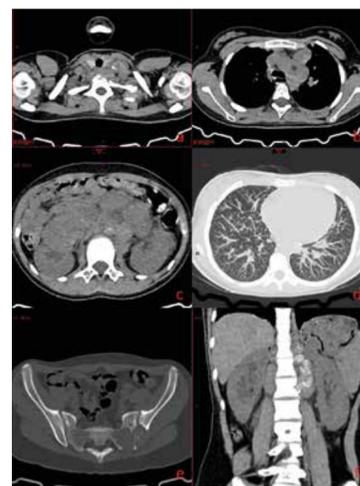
TC de tórax, abdome e pelve sem contraste venoso. Linfonodomegalia cervical (a), mediastinal (b), retroperitoneais (c), nódulos pulmonares (d), lesões líticas ósseas (e), rins sem lesões evidentes, o direito apresentando dilatação pielocalicial relacionada a obstrução extrínseca do sistema coletor pelas linfonodomegalias retroperitoneais (f).
